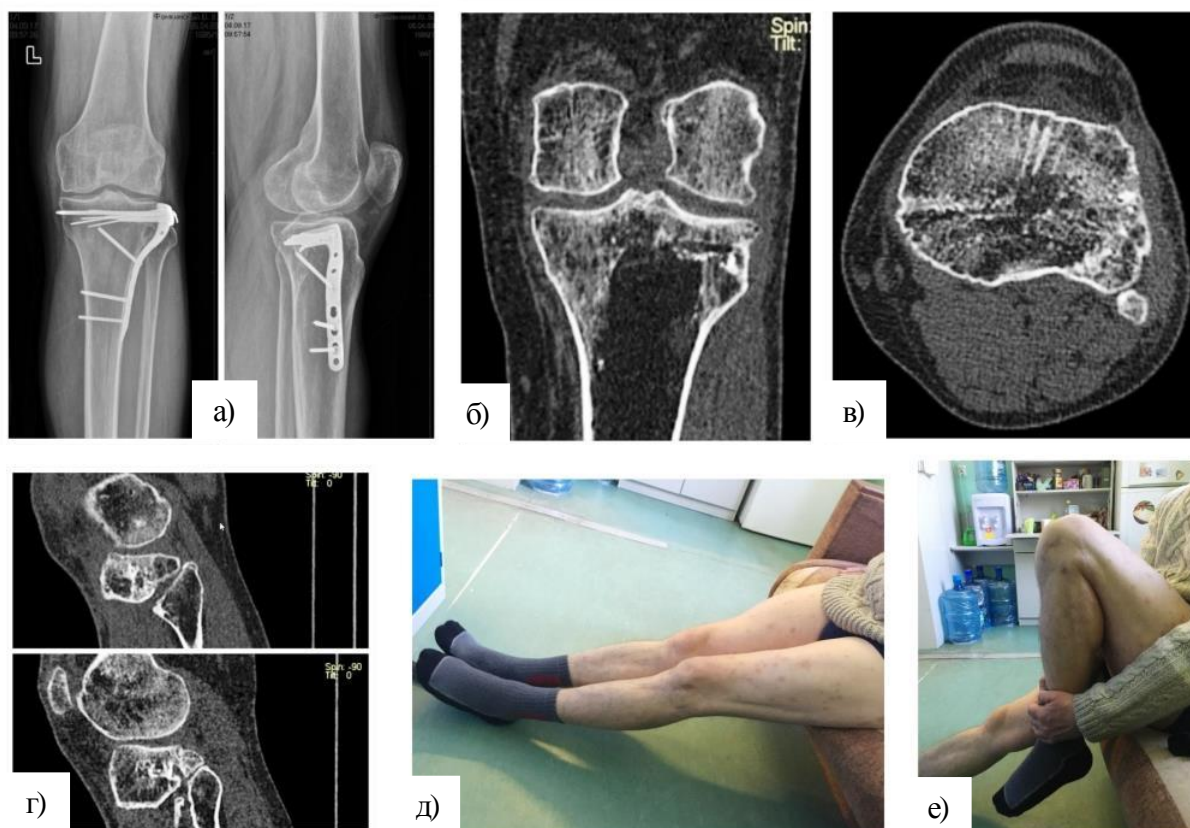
Итоговый результат сращения перелома через 9 месяцев после операции у пациента Ф., 46 лет: а – рентгенограммы левого коленного сустава в прямой и боковой проекциях после остеосинтеза опорной пластиной; б – фронтальный срез КТ, в – аксиальный срез КТ; г – сагиттальный срез КТ; д, е – внешний вид и функция левой нижней конечности после оперативного лечения.
